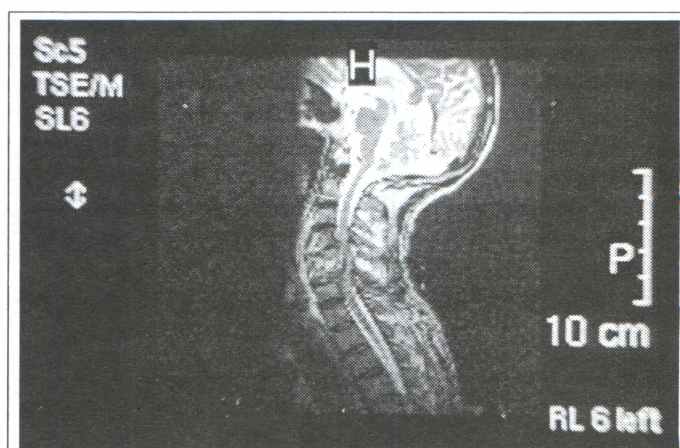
Paciente N° 2. Imagen por RMN en secuencia T1y T2 Osteomielitis piógena del segmento C5-C6, con masa de partes blandas perivertebral y absceso epidural que comprime al cordón medular
